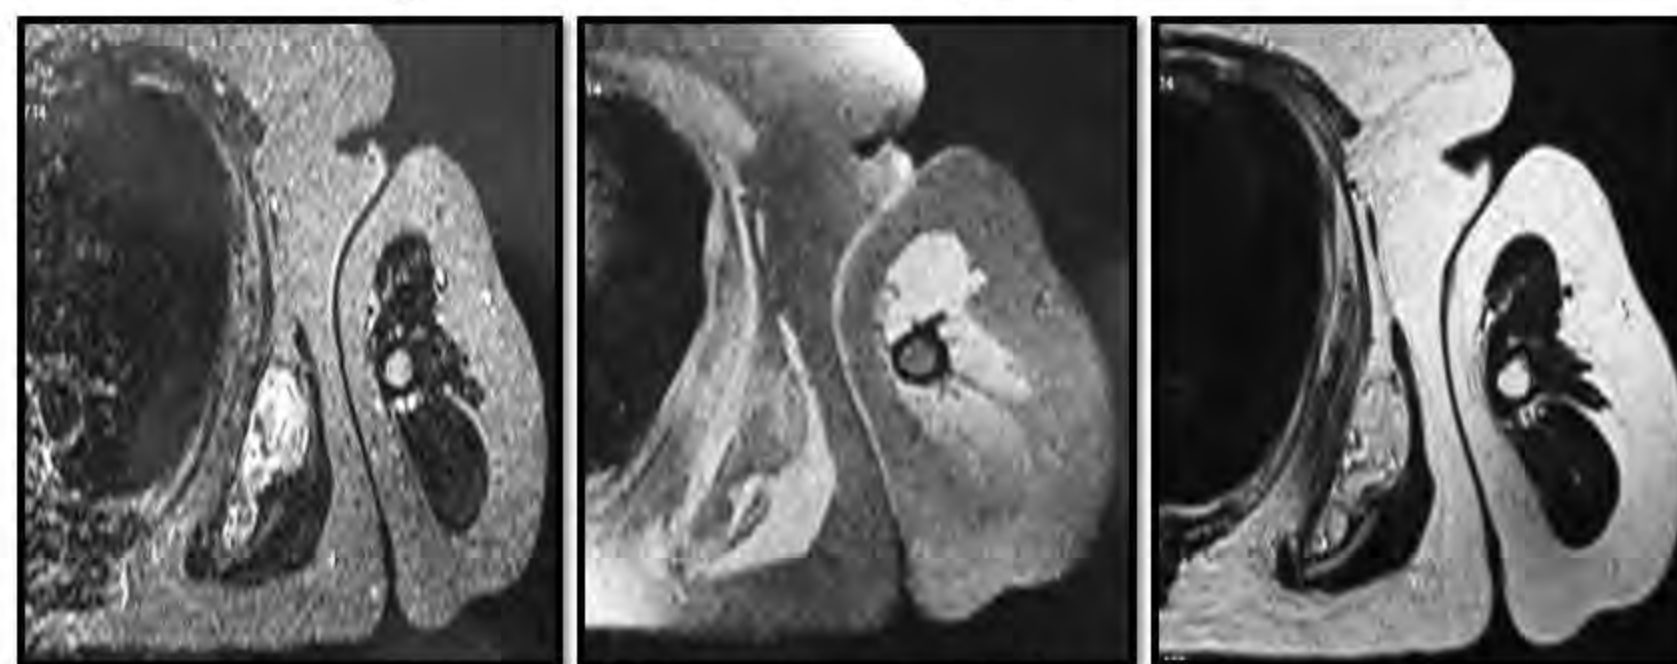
IRM: coupes axiales
